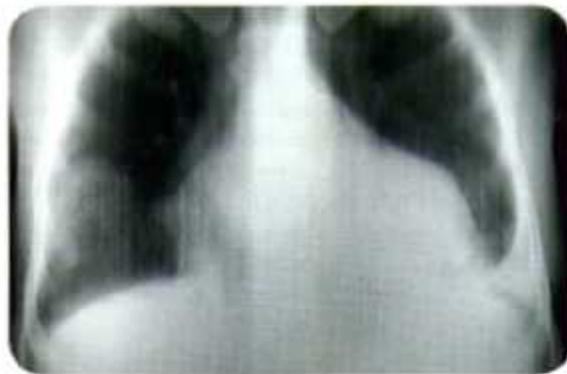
Cardiomegalia. Radiografía de tórax en un caso de miocarditis chagásica aguda. (Cortesía: Pathology of Tropical and Extraordinary Diseases, AFIP 1976, No. 74-5864).
